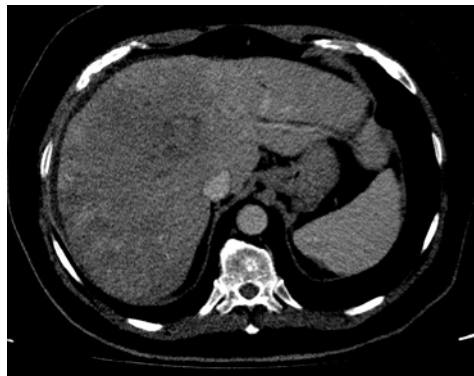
TAC con contraste en fase venosa con extensa tumoración sólido-quística en lóbulo derecho que condiciona dilatación de los radicales biliares de predominio izquierdo.
